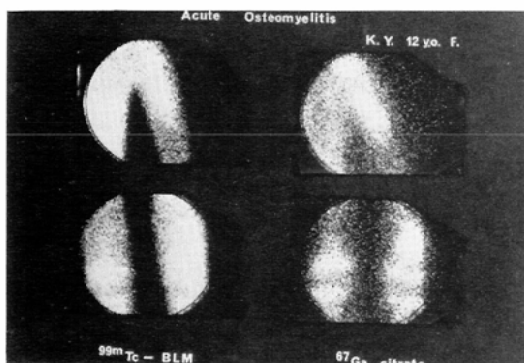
b. Acute osteomyelitis of the left humerus and left femur. Positive uptakes are visible in both scintigrams.
